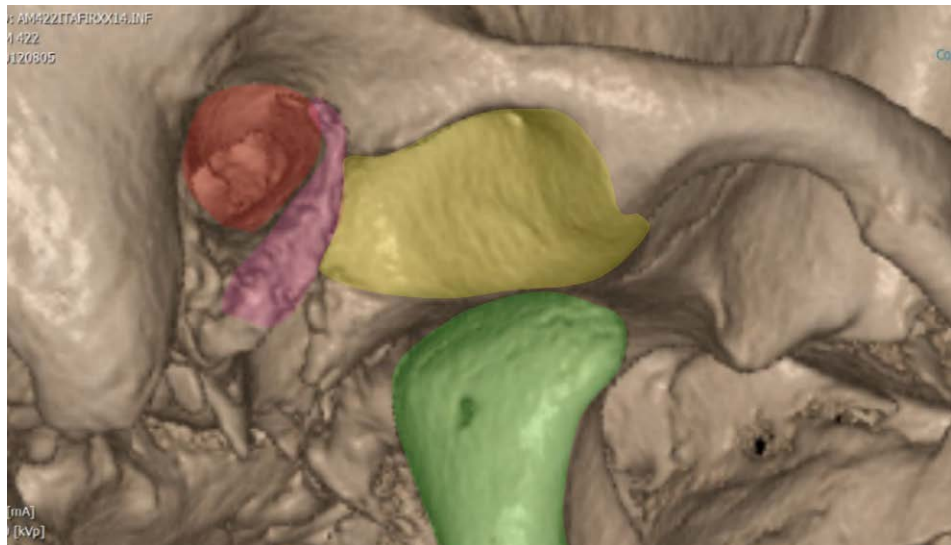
Uomo, fossa mandibolare, visione postero-latero-inferiore: in giallo tetto glenoideo della fossa mandibolare; in rosa porzione posteriore della fossa mandibolare di pertinenza dell'osso timpanico (si noti la sua decisa verticalità); in rosso meato acustico esterno; in verde processo condiloideo. TC cone beam di reperto del Museo di Antropologia dell'Università di Firenze.
